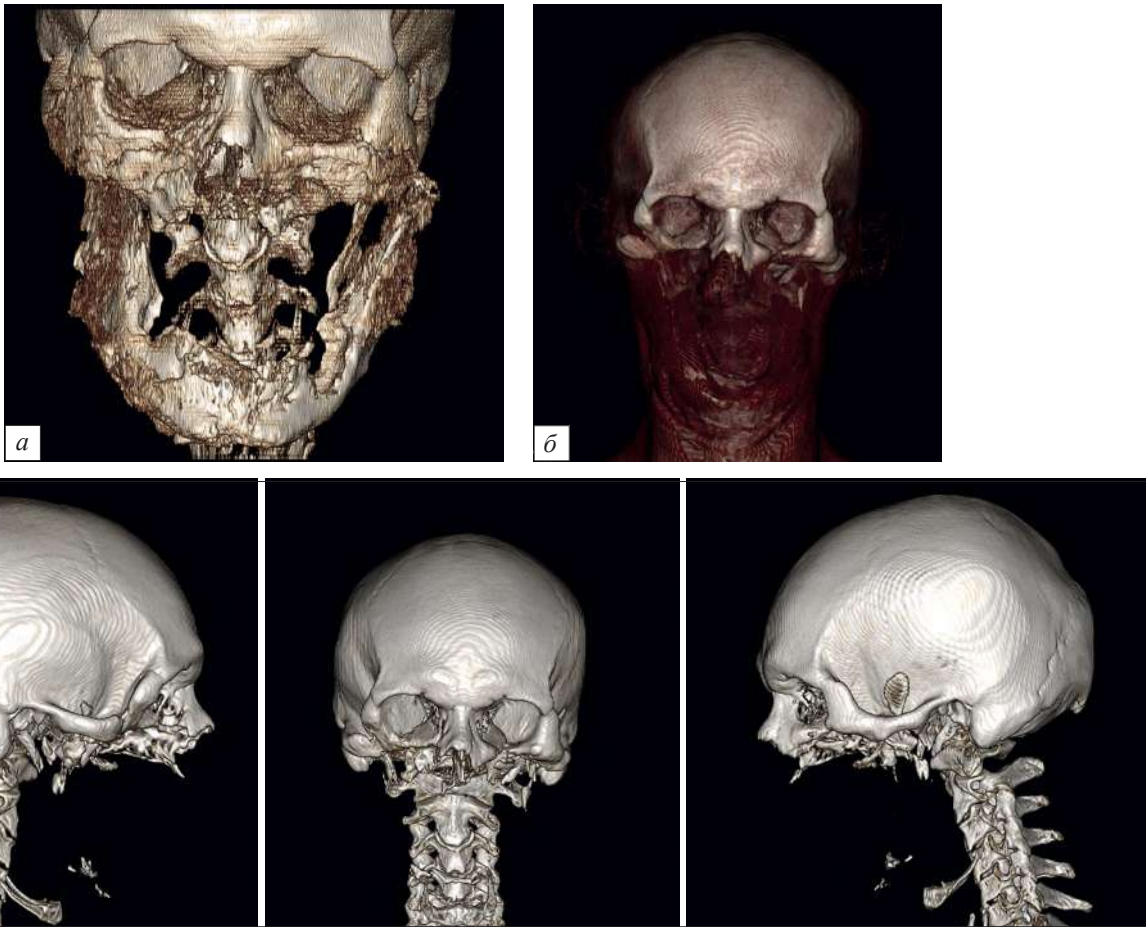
Компьютерная томография (3D-реконструкция).
